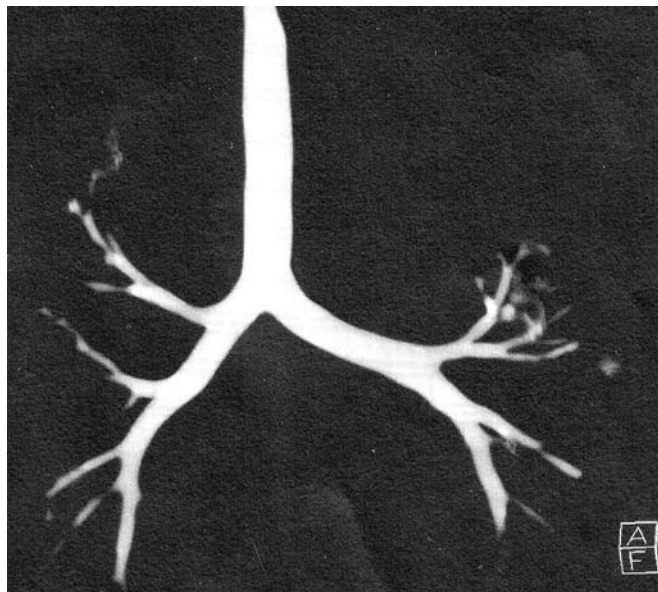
Reconstrucción tridimensional. Tomografía multicorte. Anatomía traqueobronquial normal.
